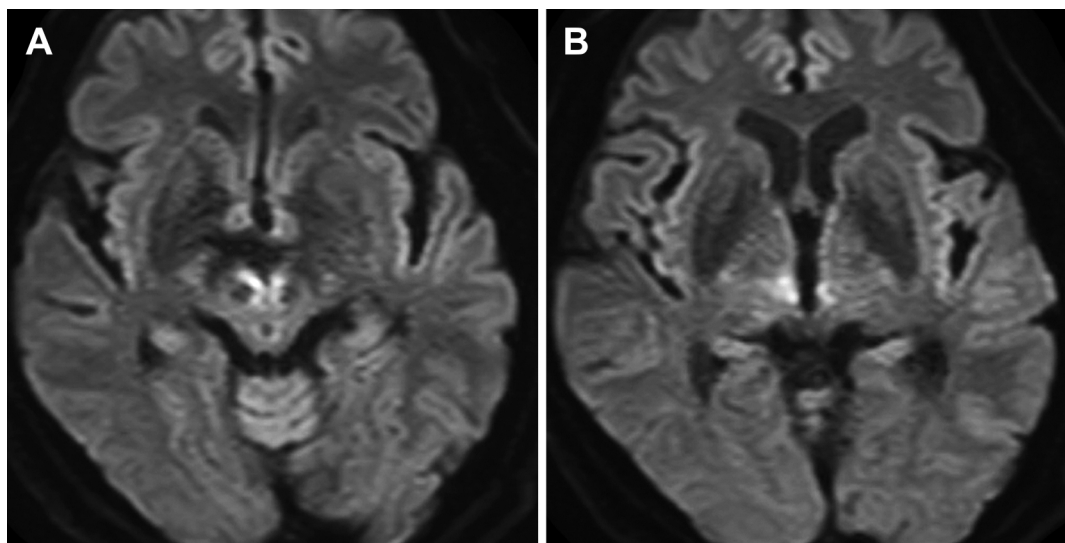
Axial diffusion-weighted MRI.
